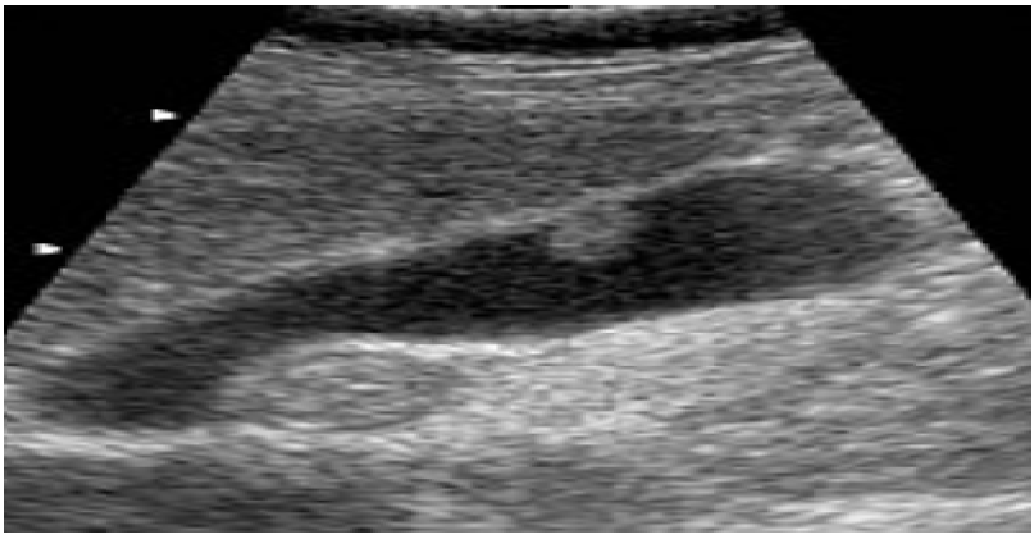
Adénome vésiculaire : Coupe longitudinale échographique montrant une formation polypoïde de la paroi vésiculaire, isoéchogène au foie.
